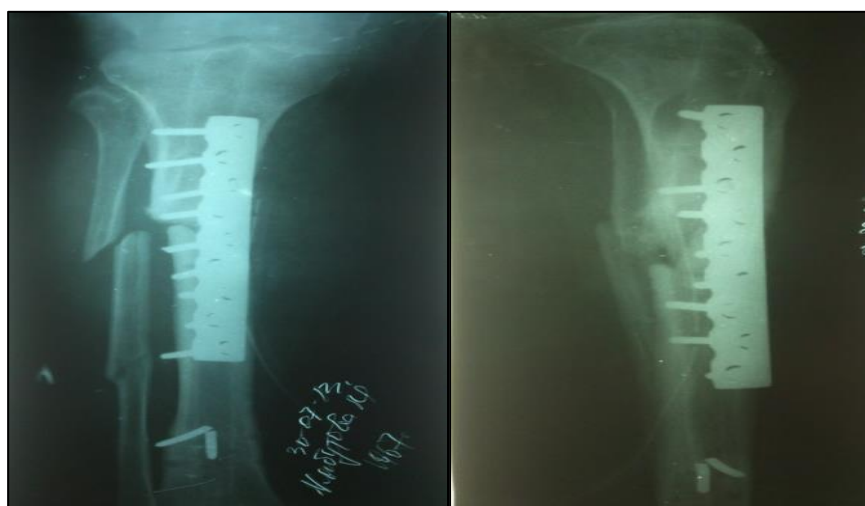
Рентгенография левой голени больной К. от 30.07.2013г.
